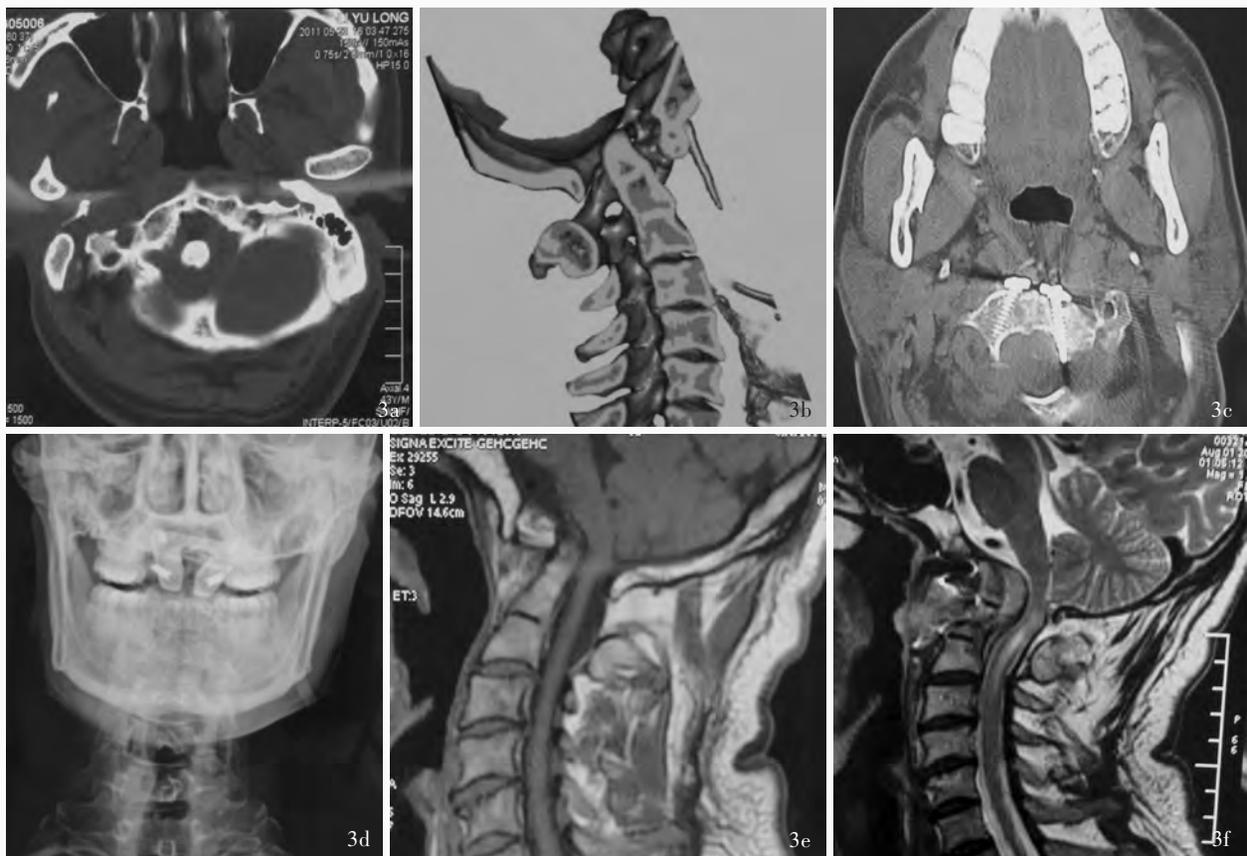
例3患者,男性,43岁。临床诊断:颅底凹陷、先天性寰枢椎畸形、寰枢椎脱位 3a 术前CT扫描可见寰枢关节间隙宽12 mm 3b 术前CT重建成像显示,寰枕融合畸形、寰枢椎脱位,齿状突向后方移位12 mm 3c 术后CT平扫可见内固定螺钉位置良好 3d 术后颈部X线检查显示,内固定钛板及螺钉位置良好 3e 术前MRI检查显示,颈髓受压,克劳指数(Klaus's index)为2.60 mm、延髓颈髓角约为125° 3f 术后MRI检查显示,齿状突尖部切除,内固定良好,延髓颈髓交界区前方硬脊膜外形成炎性增生物,延髓颈髓角无改善
